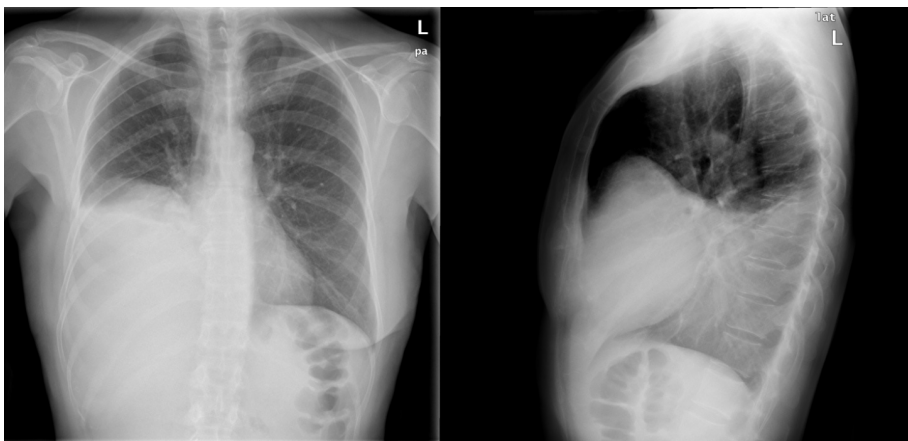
Radiografía PA y lateral de tórax realizada en Urgencias. Se observa un importante derrame pleural derecho. Es difícil distinguir la masa en lóbulo inferior derecho que presentaba la paciente.
